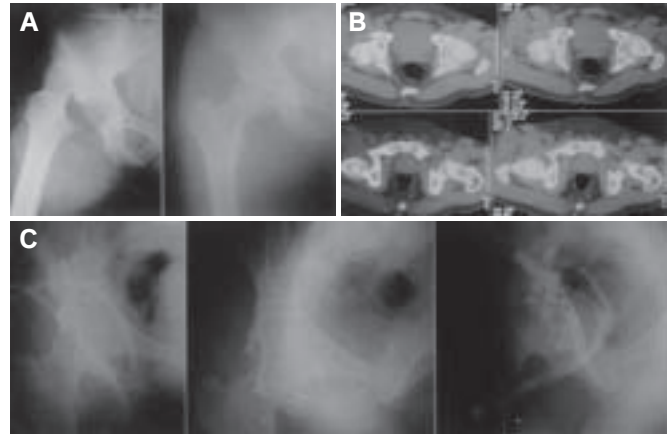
A) Radiografias em AP do quadril esquerdo evidenciando luxação posterior tipo V de Thompson e Epstein (foto da esquerda) e redução não-concêntrica após manobra de redução fechada (foto da direita). B) Tomografia computadorizada do quadril direito, cortes axiais, mostrando luxação posterior tipo V de Thompson e Epstein. Observar a grande quantidade de fragmentos intra-articulares (nas fotos de cima) e a fratura por impacção da cabeça (nas fotos de baixo). C) Radiografias em AP, obturatriz e alar do quadril direito realizadas logo após redução aberta imediata da luxação coxofemoral e fixação da fratura do acetábulo.
